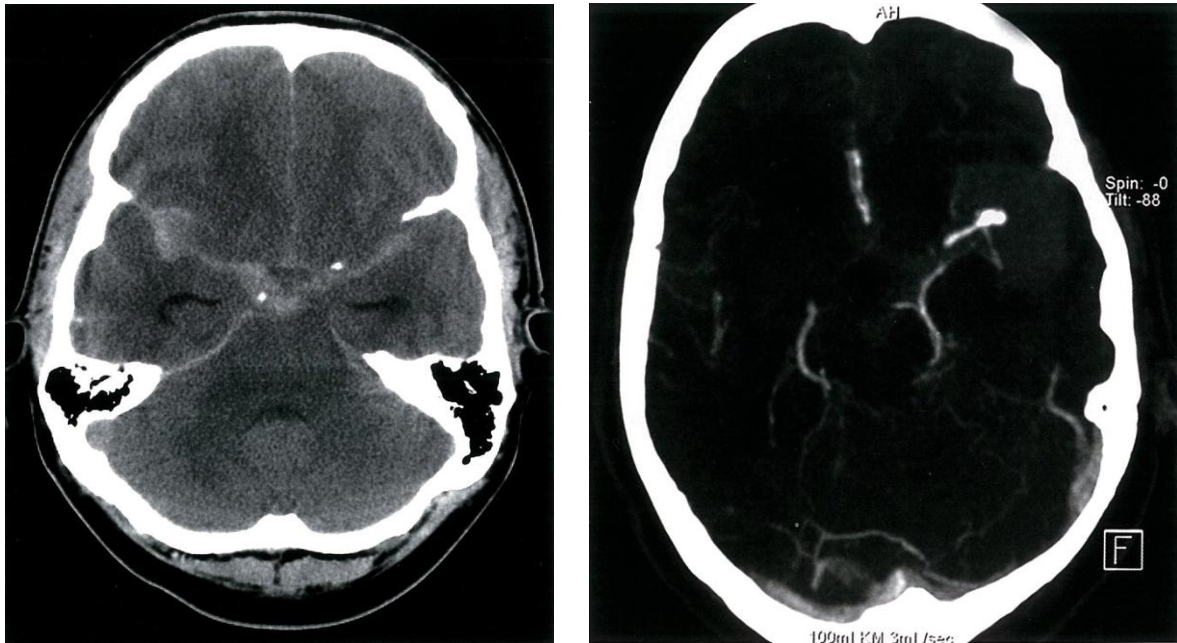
CCT und CT-A zur Diagnosesicherung und Aneurysmanachweis bei SAB aus [81]
